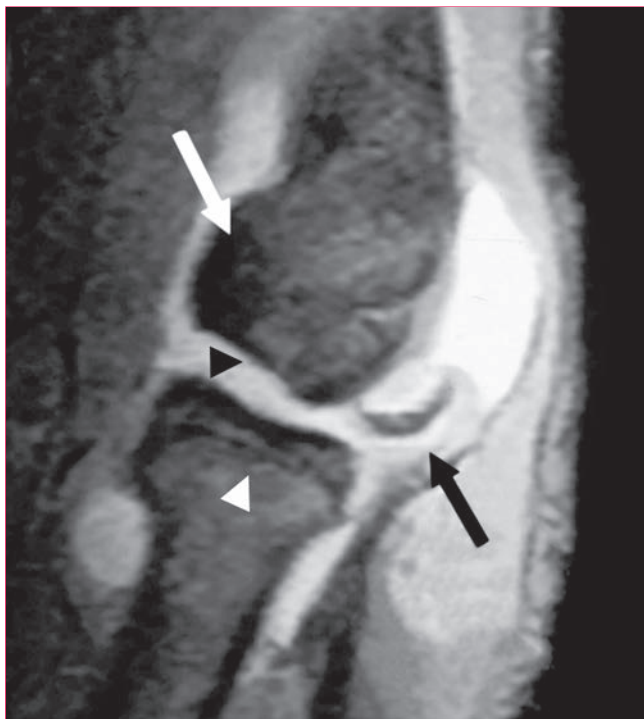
Imagen de resonancia magnética del codo en la que se aprecia un fragmento libre (flecha negra) y una lesión de osteocondritis disecante con desplazamiento (punta de flecha negra) en el cóndilo humeral (flecha blanca) adyacente a la cabeza del radio (punta de flecha blanca). (Adaptada con la debida autorización de Ahmad CS, ElAttrache NS: Treatment of capitellar osteochondritis dissecans, en Warren RF, Craig EV, eds: *Techniques in Shoulder and Elbow Surgery*. Philadelphia, PA, Lippincott Williams and Wilkins, 2006, pp 169-174.)
